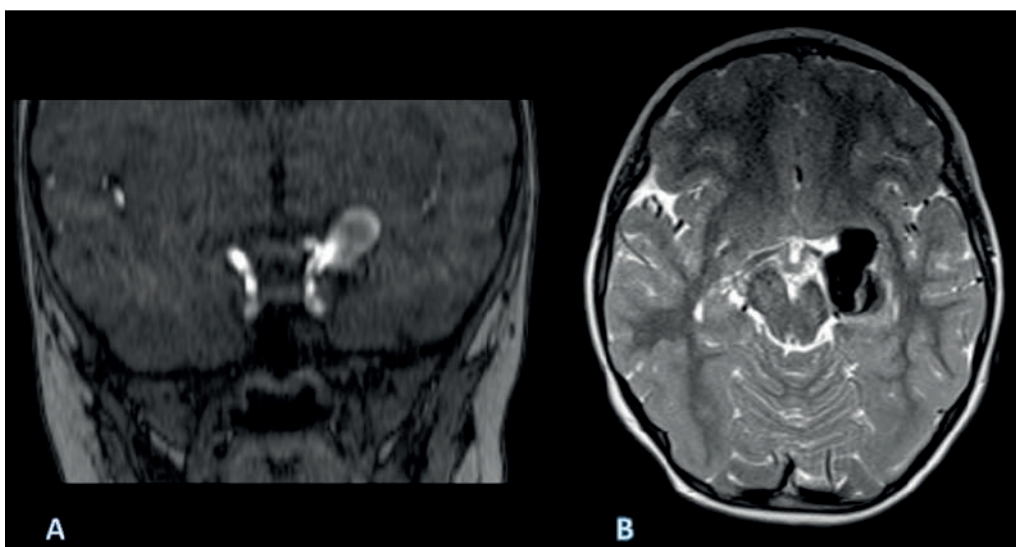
На МРТ головного мозга признаки аневризмы бифуркации левой ВСА с компрессией и смещением прилежащих мозговых структур (А – фронтальный снимок, В – аксиальный снимок)
